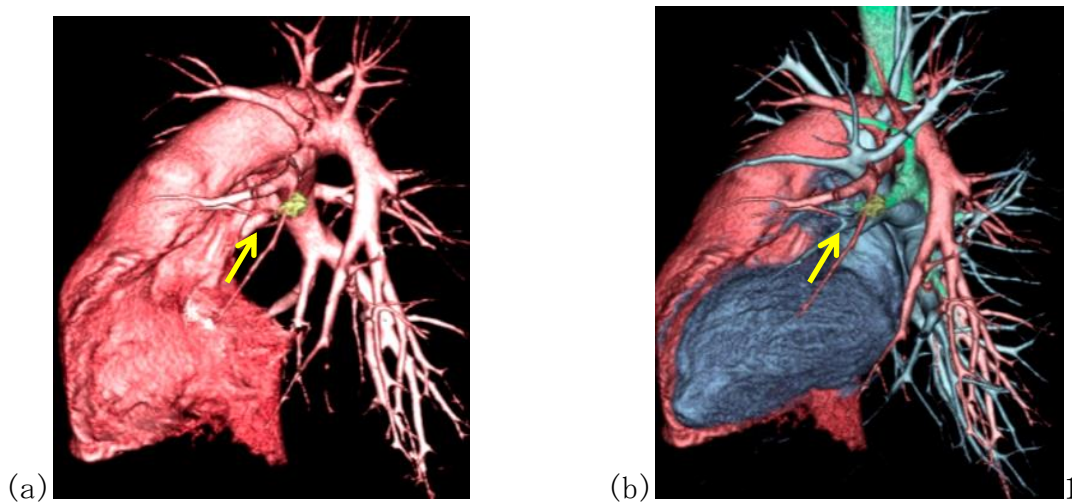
(a)左肺動脈のみ描出した 3D-CT, (b)左肺動脈，左肺静脈，気管・気管支を同時に描出した 3D-CT
